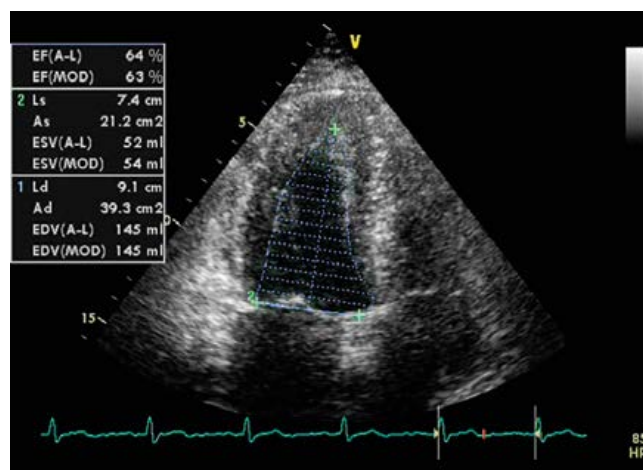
Эхокардиограмма пациента Г., 62 лет. Апикальный доступ, четырехкамерная позиция, фракция выброса левого желудочка.
